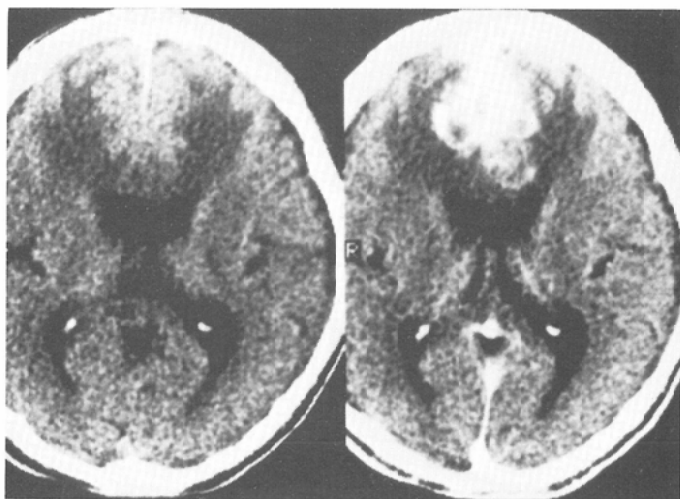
CT scans show a large enhanced mass lesion filling the bilateral frontal lobes with an irregular perifocal low density area.
